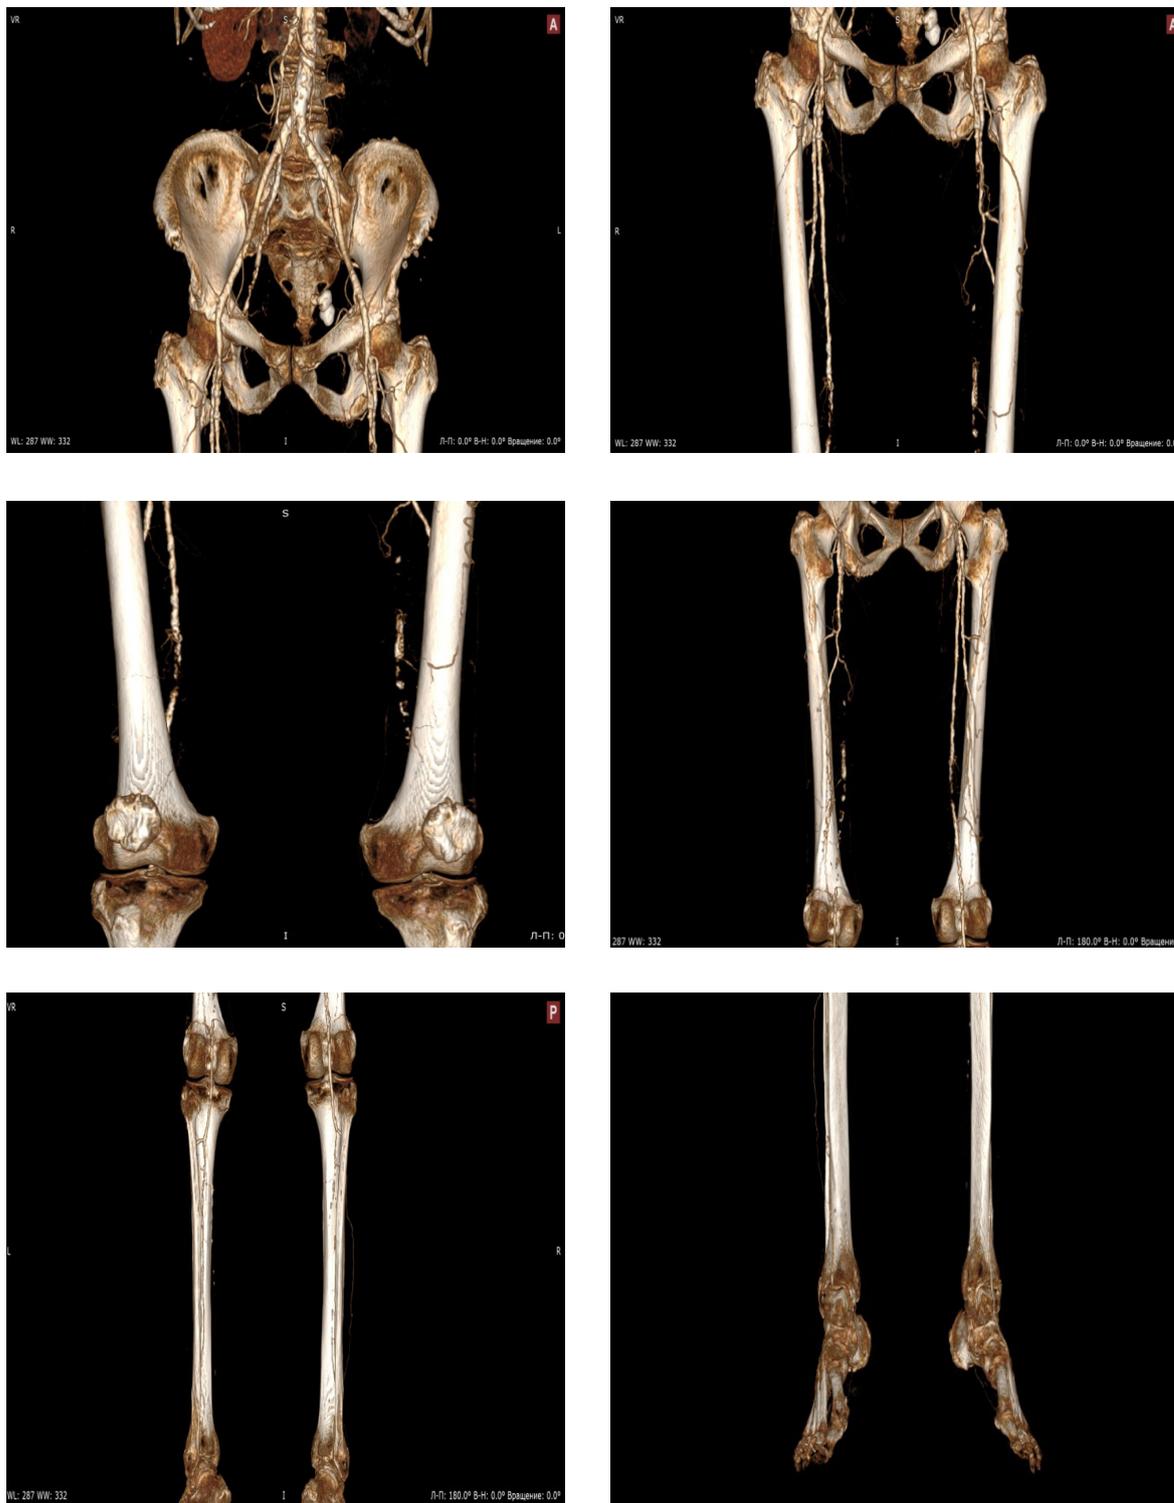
Результаты компьютерно-томографической ангиографии сосудов нижних конечностей
